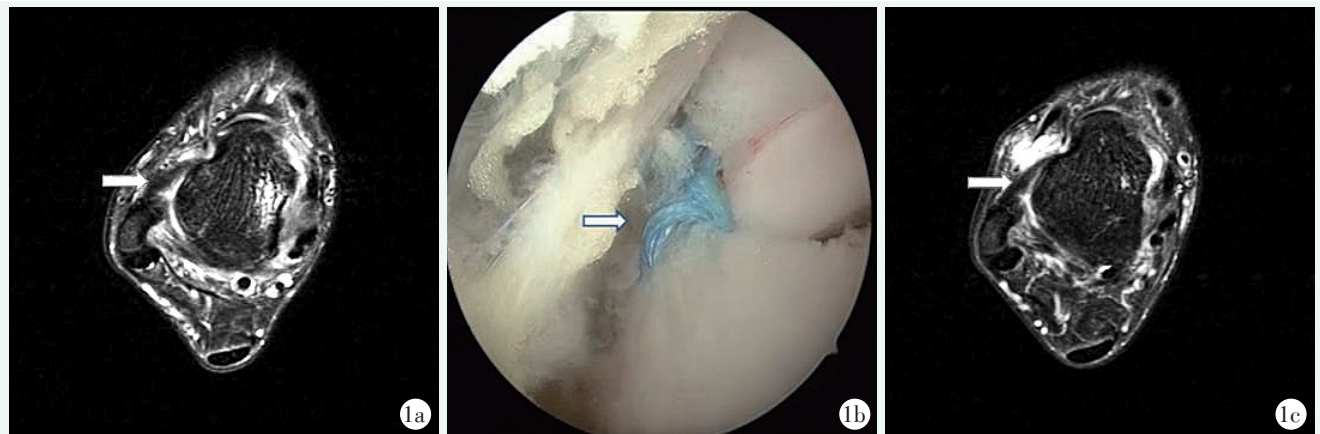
患者, 男, 31 岁, 外伤致左踝反复疼痛伴不稳 11 个月。1a: 术前踝关节 MRI 轴位片, 白色箭头处为 ATFL 撕裂, 韧带信号明显增粗; 1b: 白色箭头处为关节镜下使用无结锚钉缝合 ATFL; 1c: 术后 7 个月复查 MRI, 可见修复后 ATFL 张力良好。
